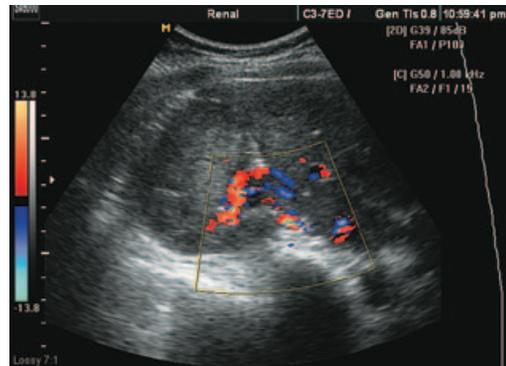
На УЗИ с УЗДГ визуализируется большое количество измененных сосудов разного диаметра с низкоскоростным кровотоком (до 4-7 см в сек.)
